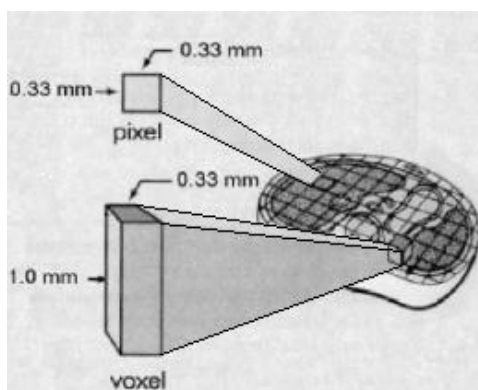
Representação da transformação da imagem bidimensional de TC para estrutura tridimensional em *Voxel*. [55].
